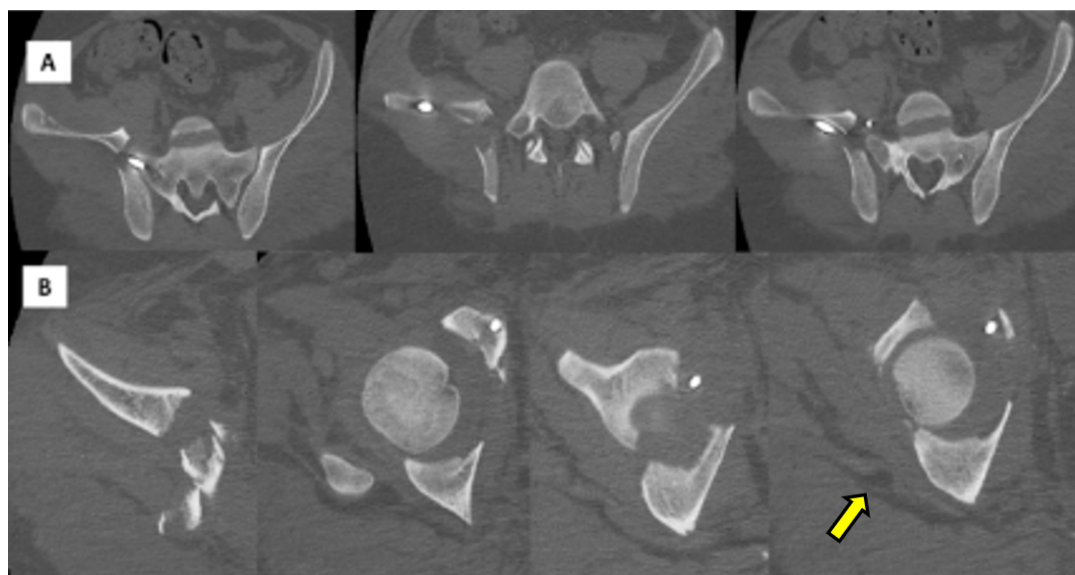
A. TAC Cortes axiales: Se observa el desplazamiento del ala iliaca, tornillo 3,5 mm que se encuentra fuera de la cortical ósea del ilion (flecha amarilla). B. TAC Cortes axiales: Se observa la ausencia de reducción de ambas columnas de acetábulo derecho.
